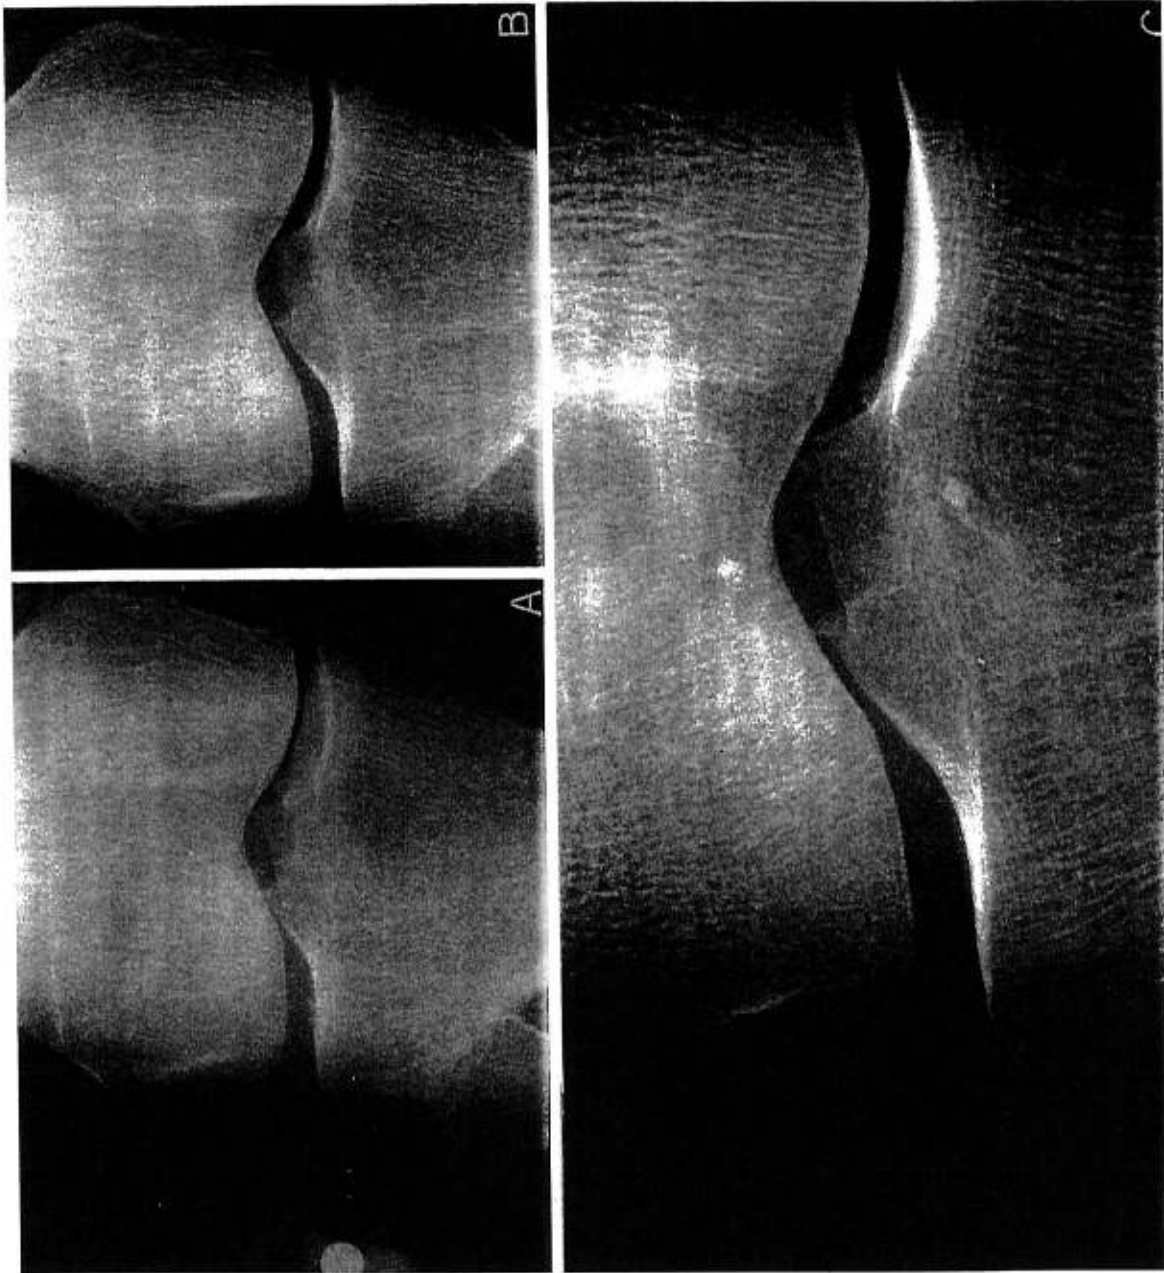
Radiographie standard antéro-postérieure du genou arthrosique. A: position en orthostatisme; B: le même genou en orthostatisme et semi-flexion; C: macroradiographie postéroantérieure en semi-flexion. La sphère métallique en A a été utilisée pour déterminer le degré d'agrandissement.
